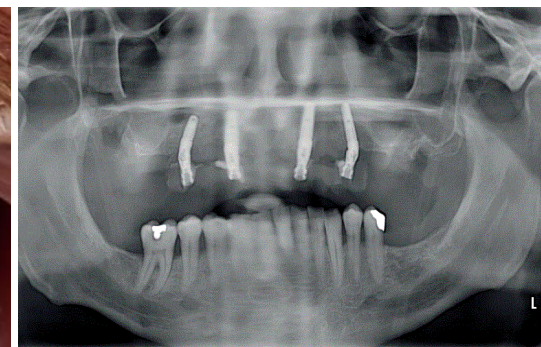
Das Röntgenkontrollbild zeigt die angulierten gut verankerten Implantate mit den abgewinkelten Stegaufbauten des COMFOUR™ Systems.
